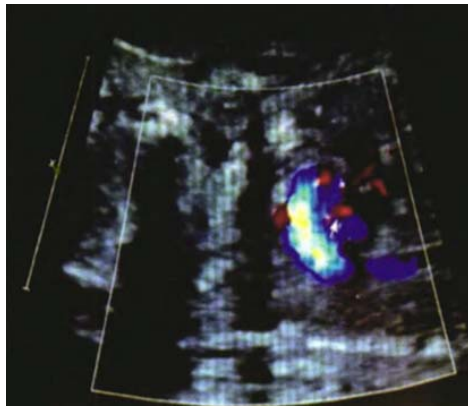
高龄孕妇李某, 41岁, 孕周25周, 产前彩色多普勒超声声像图示主动脉弓缩窄
